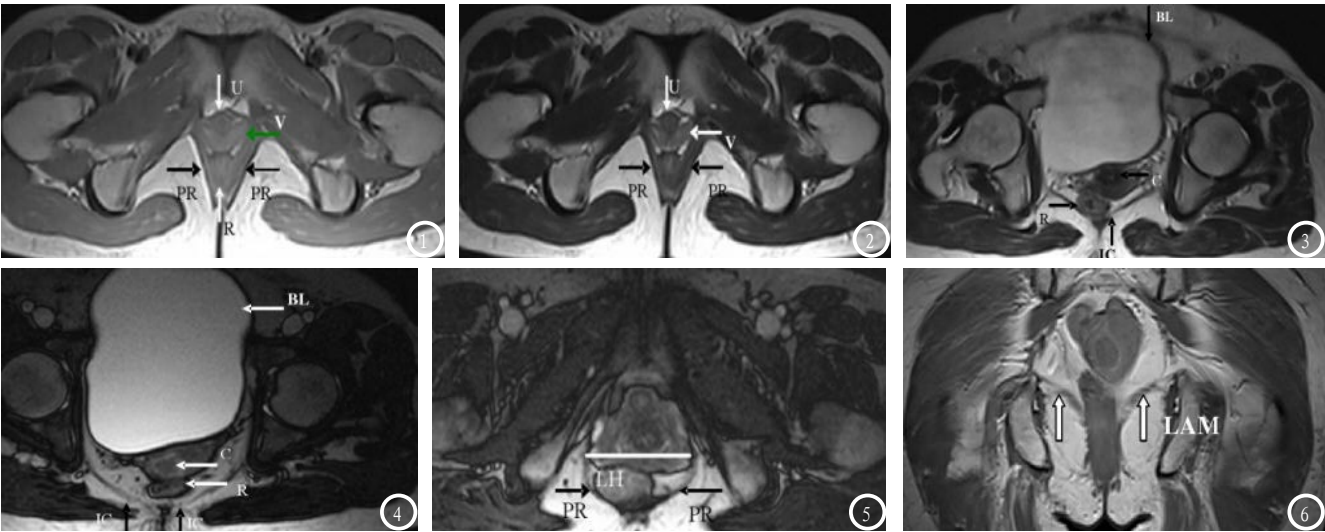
正常女性静态位横断位MRI图：双侧耻骨直肠对称，信号一致，器官解剖位置正常(U：尿道；V：阴道；R：直肠；PR：耻骨直肠肌)；图2 正常女性动态位横断位MRI图，提肛肌形态未发生明显变化。图3 POP患者股骨头韧带静态位横断位：左侧骶尾肌信号中断(BL：膀胱；R：直肠；IC：骶尾肌；C：子宫颈)；图4 POP患者股骨头韧带动态位横断位：双侧骶尾信号增强，近尾骨处肌肉变细；图5 POP患者动态位：下提肛肌裂孔呈圆形，明显增大。图6 POP患者冠状位：双侧肛提肌形态改变，肛提肌角度减小(LAM：肛提肌)。
